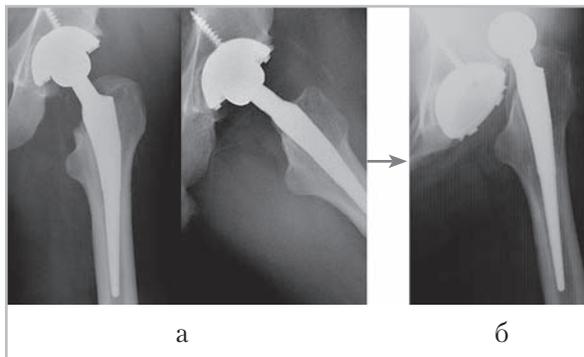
Послеоперационные рентгенограммы левого тазобедренного сустава: *а* — выполненные в прямой и аксиальной проекциях в первые сутки после хирургического вмешательства, на которых положение и взаимоотношение компонентов эндопротеза правильное; *б* — через 8 мес после хирургического вмешательства определяется вывих бедренного компонента вверх и латерально
